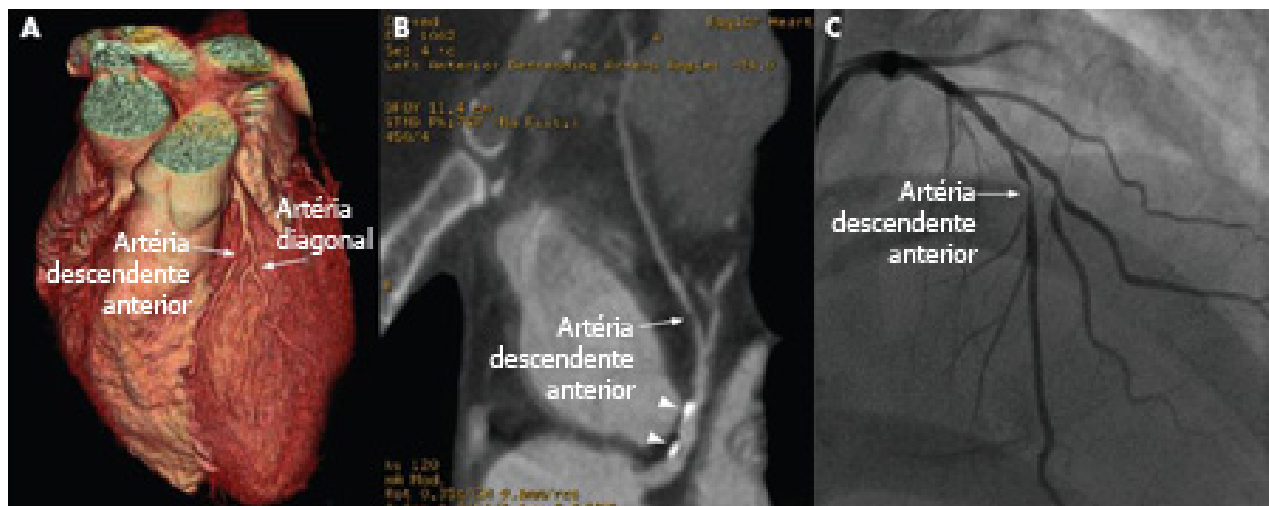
Angiotomografia de 64 cortes de um paciente com angina estável mostrando a reconstrução em 3D (A), imagens reformatadas curvadas (B) e a confirmação de uma lesão de alto grau na angiografia convencional (C). As pontas das setas mostram as placas calcificadas. Dx= diagnóstico
